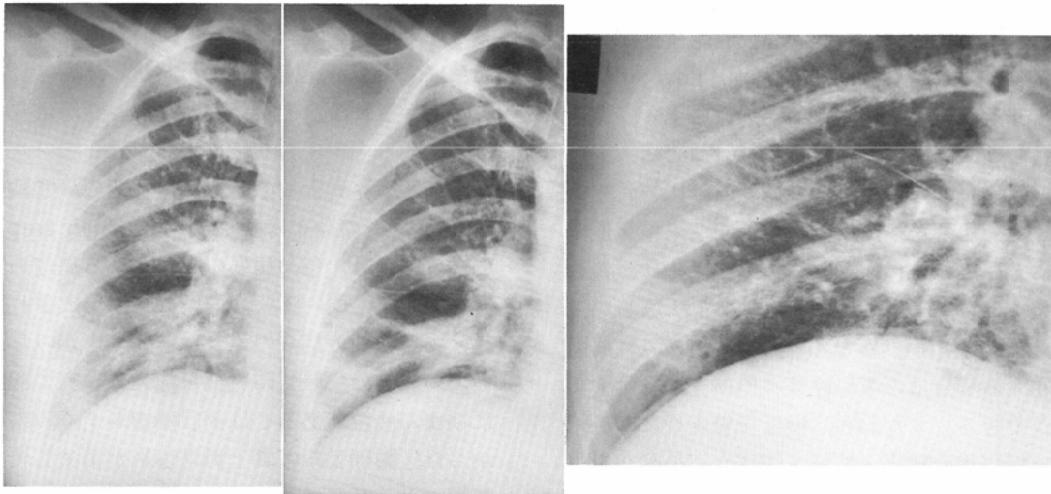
A case of interstitial pneumonia. The left is the plain chest film in inspiration, and the middle is that in expiration. The right is the enlargement radiograph. There is no difference in abnormal shadows between the chest films in inspiration and expiration. Abnormal shadows are also unclear in the enlargement radiograph.
